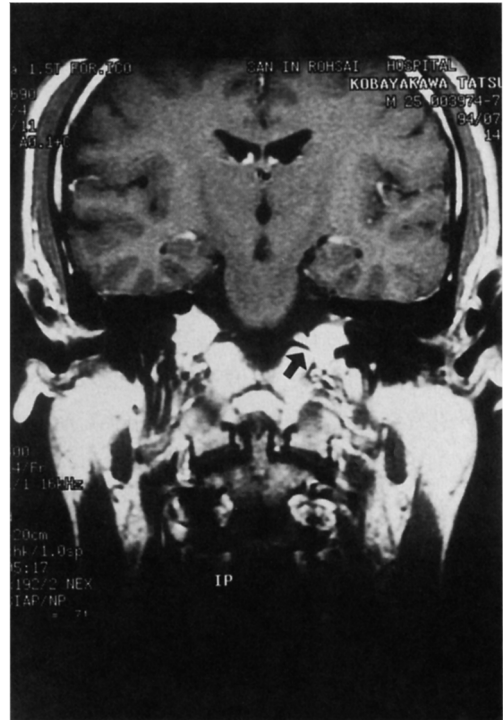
MR image of the case. A high-signal intensity area near the jugular foramen (arrow) was demonstrated.
